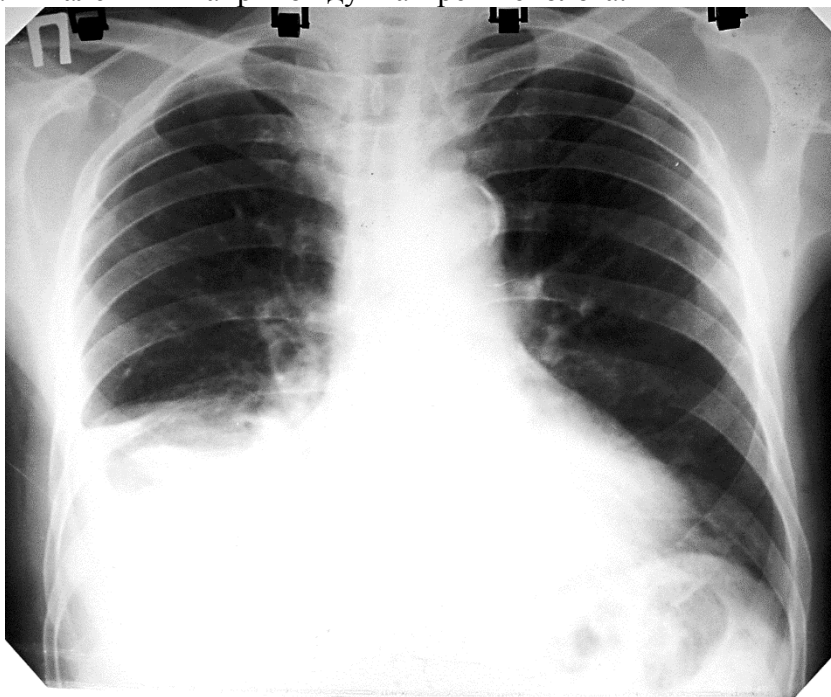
Оглядова пряма рентгенограма. Четвертий тип рентгеноморфологічного синдрому плеврального випоту
